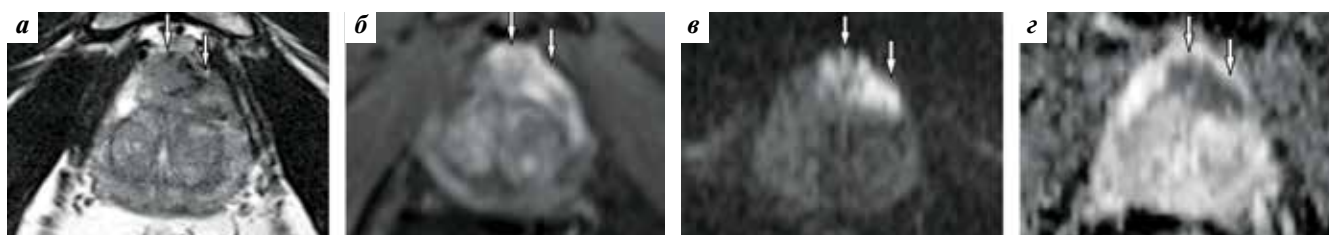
Магнитно-резонансные томограммы предстательной железы у пациента 57 лет с верифицированным раком предстательной железы (сумма баллов по шкале Глисона 4 + 5): а – T2-взвешенное изображение (ВИ) в аксиальной проекции на уровне средней трети предстательной железы; б – динамическое контрастное усиление (ДКУ); в – диффузионно-взвешенное изображение (ДВИ); г – карта измеряемого коэффициента диффузии (ИКД). Передняя фибромускулярная строма инфильтрирована опухолью (стрелки), характеризующаяся выражено низкоинтенсивным сигналом на T2-ВИ и карте ИКД, высокоинтенсивным сигналом на ДВИ и фокальным контрастированием при ДКУ
